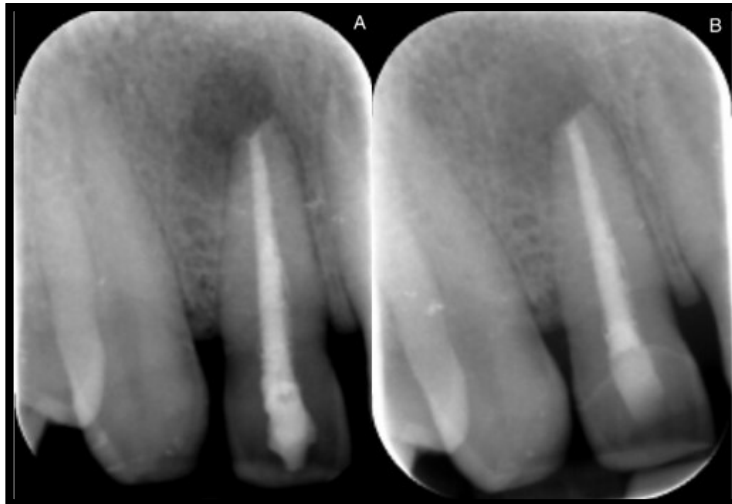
Prescrição pós-operatória: (A) radiografia bidimensional periapical mostrando o tratamento imediatamente após a cirurgia e (B) após 6 meses mostrando um processo completo de cicatrização. Adaptado de: Gambarini et. al., 2019.
